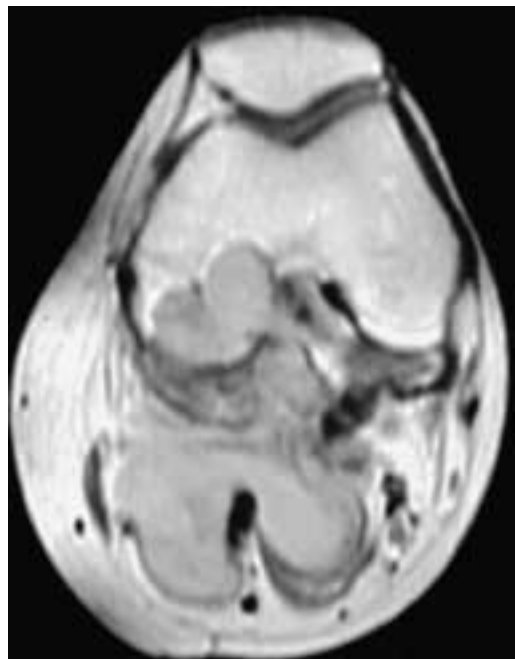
Quadro RM: sequenza SE pesata in T1 dopo somministrazione endovenosa di mdc. Si osserva un incremento dell'intensità di segnale della componente solida sarcomatosa della neoplasia a testimonianza della ricca vascolarizzazione.
